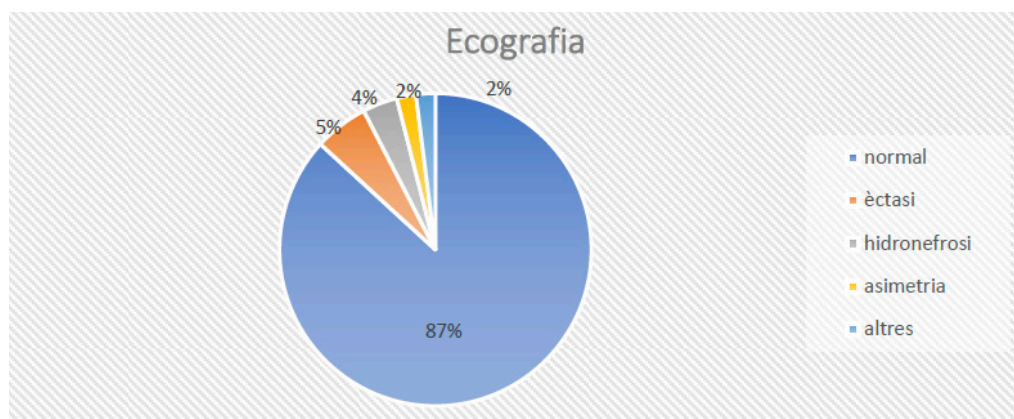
Resultat de l'ecografia.
